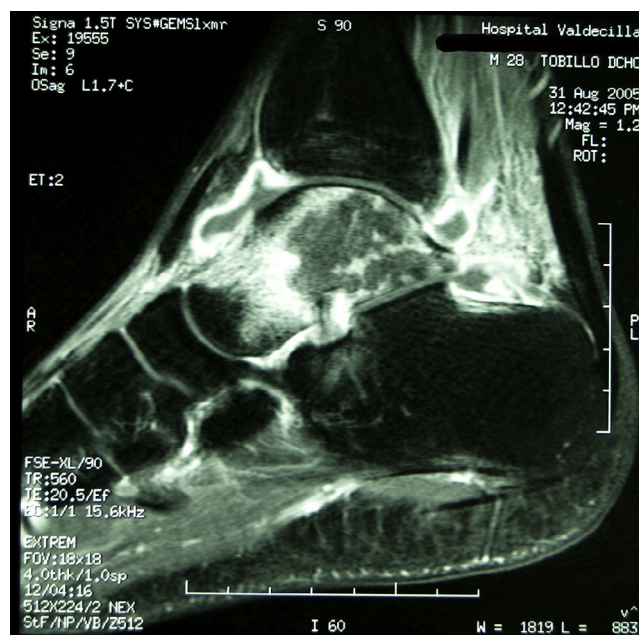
Imagen de RM del tobillo derecho que muestra la osteomielitis del astrágalo.
